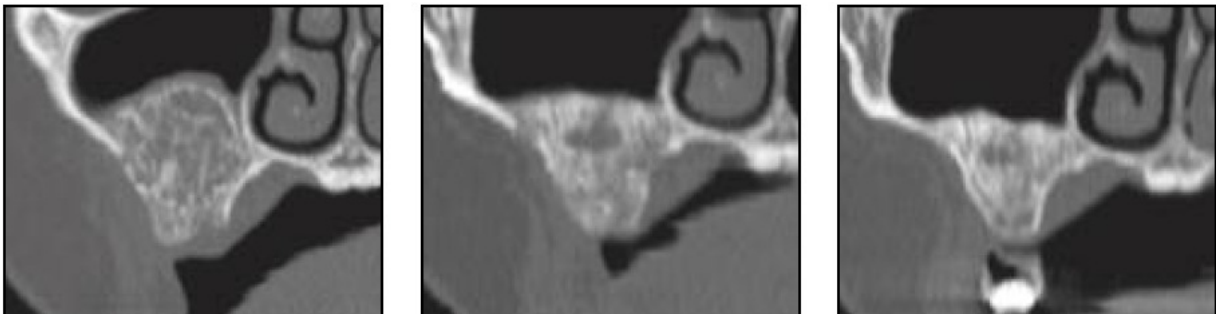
Paciente 1 (enxerto xenógeno com rhBMP-2): Tomografia computadorizada no dia do enxerto (à esquerda), após 3 meses (central) e após 6 meses (à direita).
